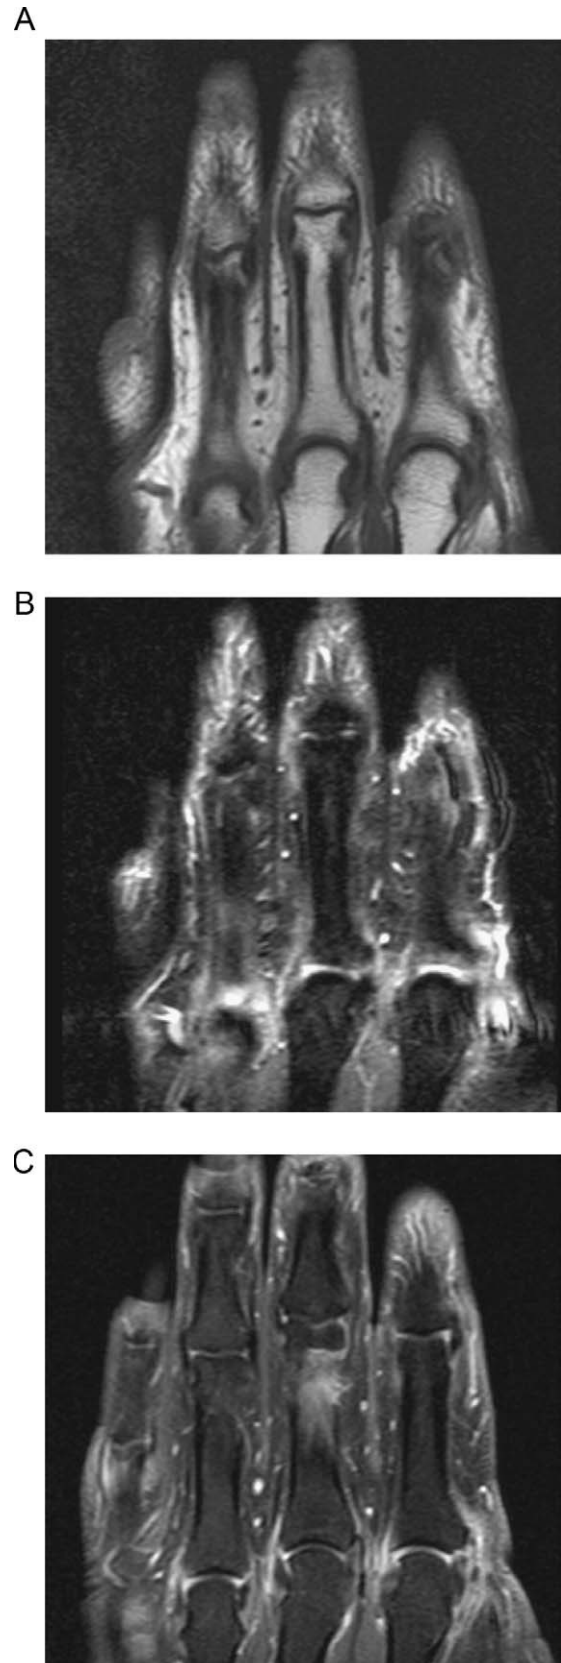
A) Cortes coronales de RM en secuencias T, B) Short Tau inversion recovery (STIR). C) T1 con supresión grasa y tras la administración de contraste endovenoso demuestran cambios de sinovitis en las articulaciones metacarpo-falángicas, con señal baja en T1, alta en STIR e intenso realce tras la administración de contraste.
